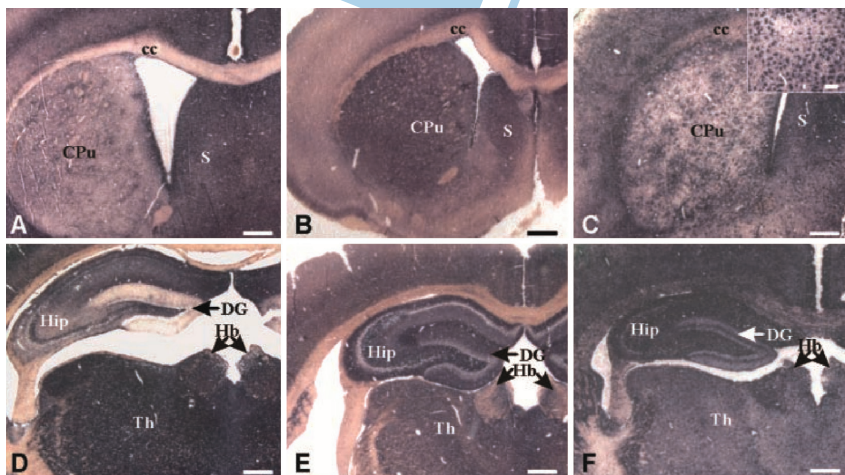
PET-Blot-Nachweis von PrP₂₇₋₃₀ in Hirngewebsschnitten von syrischen Goldhamstern, die mit den unterschiedlichen Prion-Stämmen 263K (A, D), ME7-H (B, E) und BSE-H (C, F) infiziert waren. BSE-H zeigt anders als 263K und ME7-H plaque-artige PrP-Ablagerungen in bestimmten Hirnarealen (C vs. A und B). 263K und ME7-H zeigen stark unterschiedliche Färbeintensitäten im Gyrus dentatus (D vs. E). Anhand dieser Unterschiede lassen sich die drei Stämme im PET-Blot voneinander abgrenzen. Balken: 500 µm; im vergrößerten Ausschnitt von C: 100 µm. Abkürzungen: cc, Corpus callosum; CPu, Nucleus caudatus/Putamen (Striatum); DG, Gyrus dentatus; Hb, Habenulae; Hip, Hippocampus; S, Septum; Th, Thalamus. (Abbildung aus dem Labor des Autors; ähnlich publiziert in: [40])
